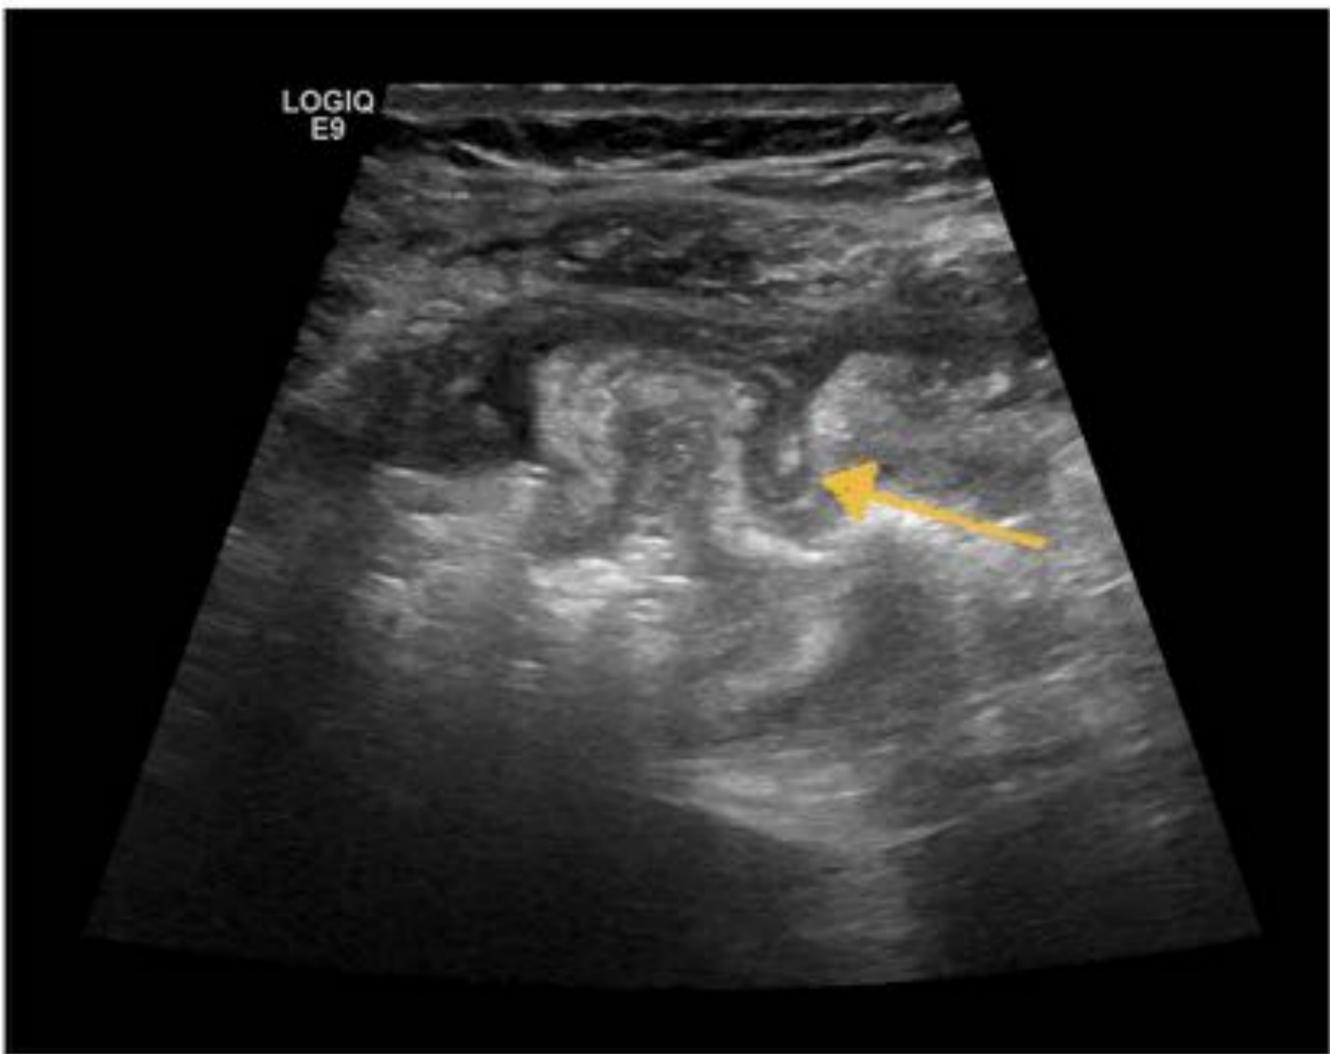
Imagen de ecografía de invaginación colocolica
